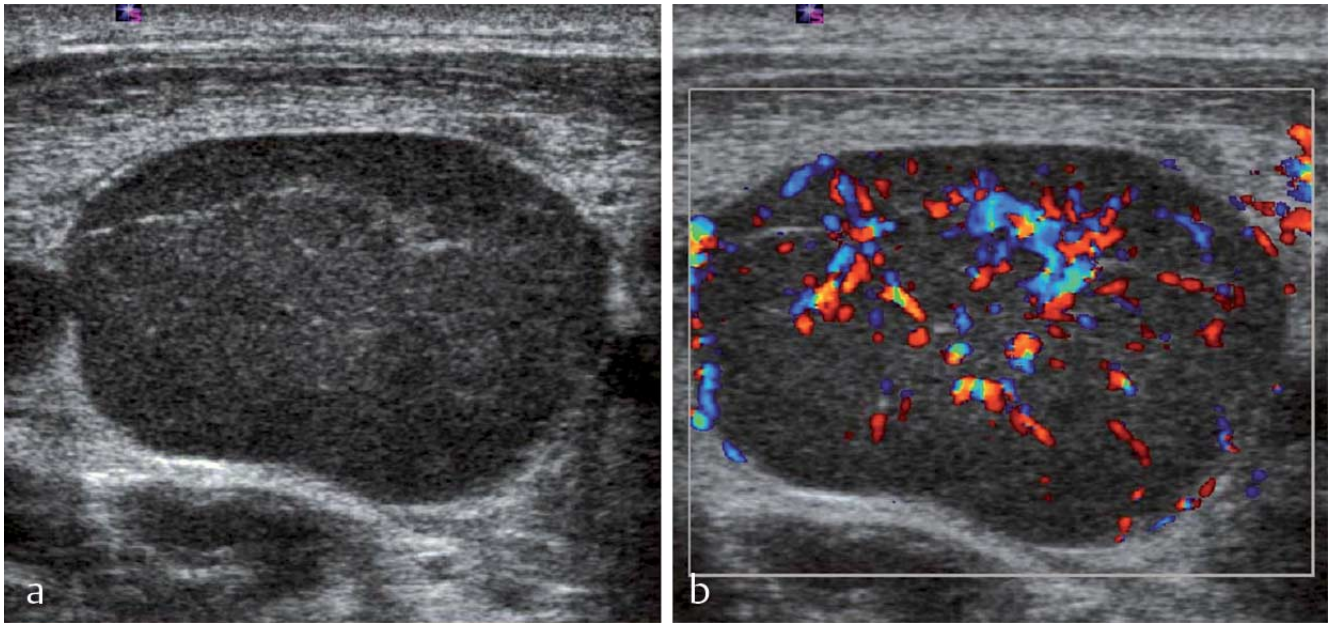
Stark vergrößerter, befallener Lymphknoten zervikal bei Morbus Hodgkin a im B-Bild und b Farbdoppler-Bild. Relativ homogene, echoarme Binnenstruktur und verdrängter, eingengter, echoreicher Hilus. Gesteigerte Durchblutung mit teilweise erhaltenem Gefäßbaum.
